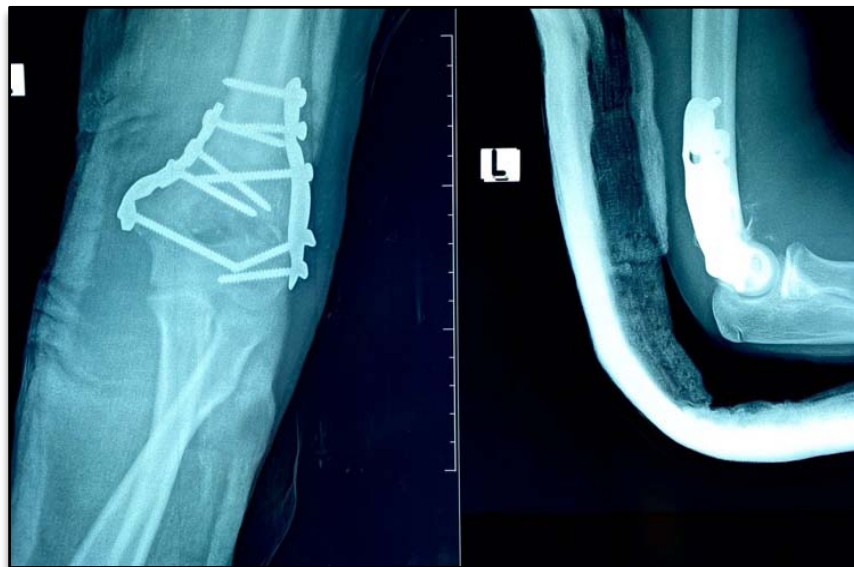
Radiographie de face et de profil du coude de contrôle après mise en place de plaques vissées.
